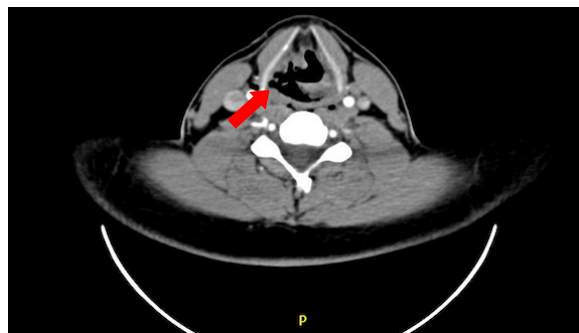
Tomografía computarizada de cuello con evidencia de disrupción de la pared laríngea a nivel del hioides (flecha roja), con presencia de aire extraluminal, el cual se disea hasta el espacio mediastinal.
